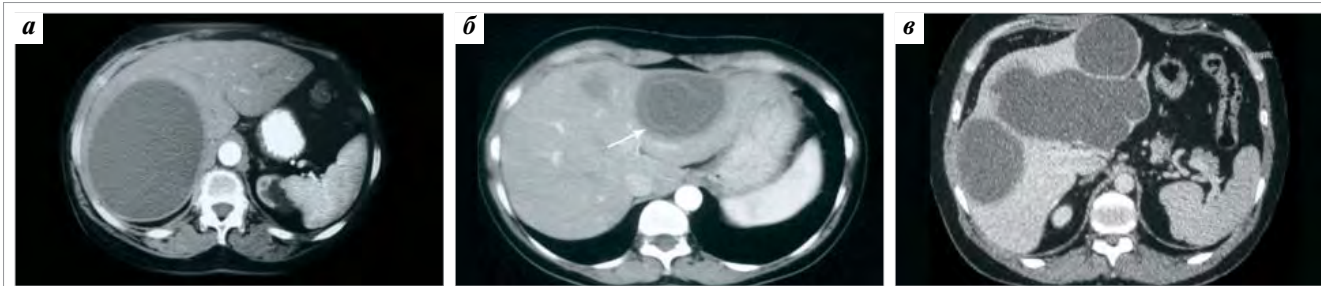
КТ-изображение эхинококковой кисты: а – эхинококковая киста больших размеров (артериальная фаза исследования); б – двухконтурность стенки (стрелкой указана отслоившаяся оболочка); в – множественные эхинококковые кисты печени (нативная фаза исследования)
